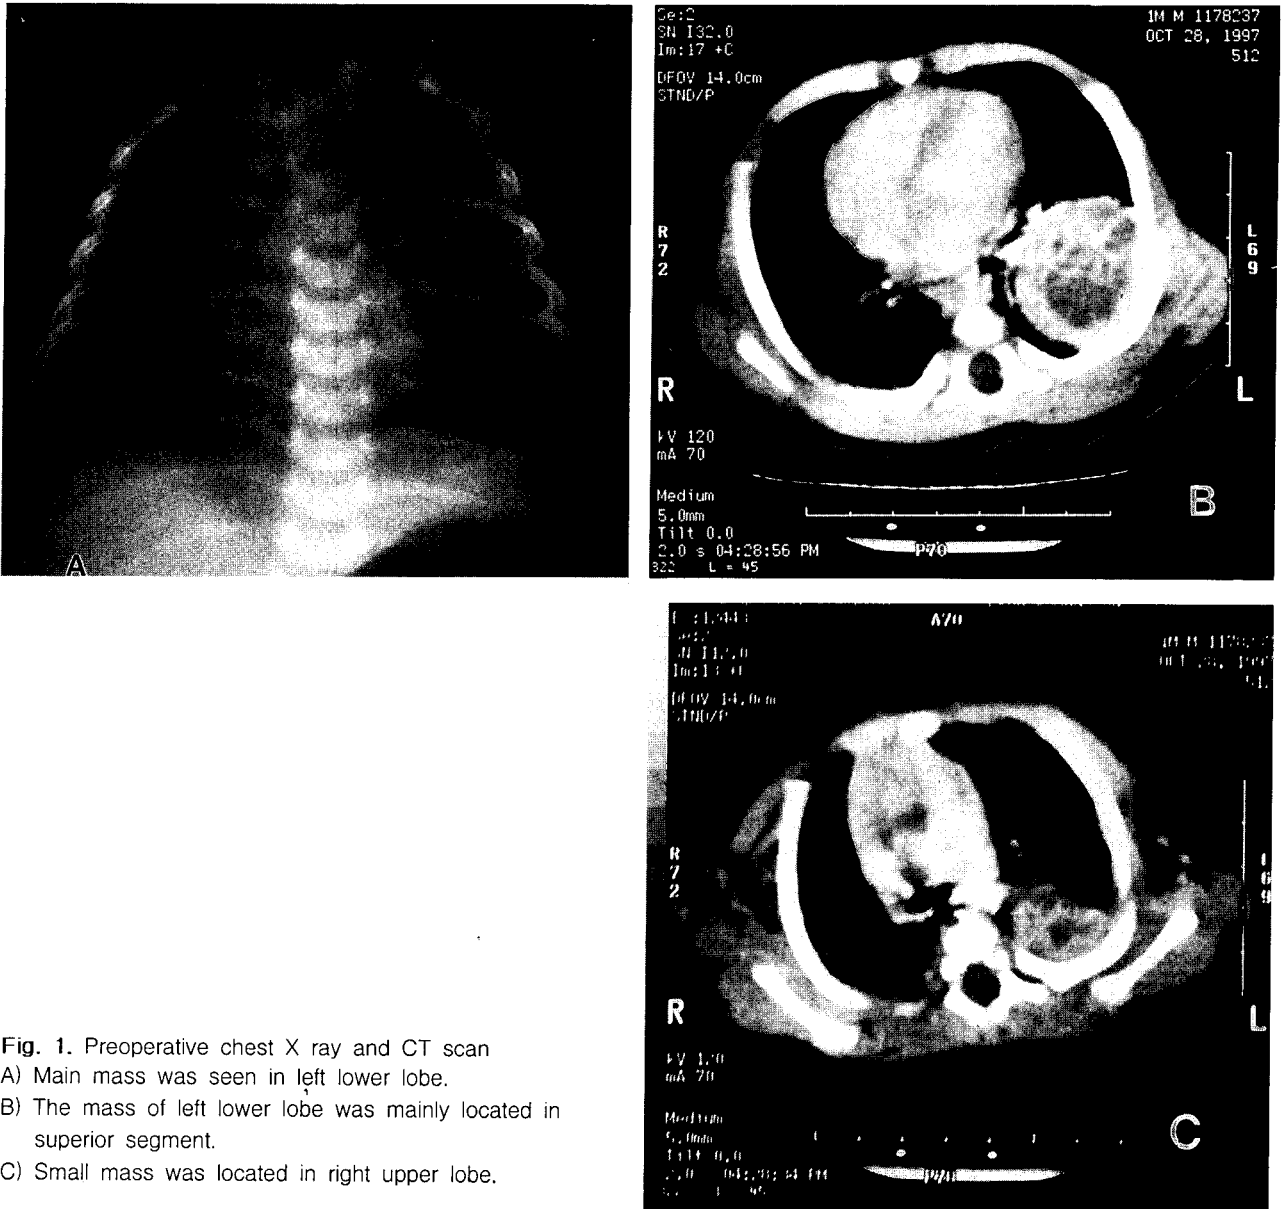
Preoperative chest X ray and CT scan
